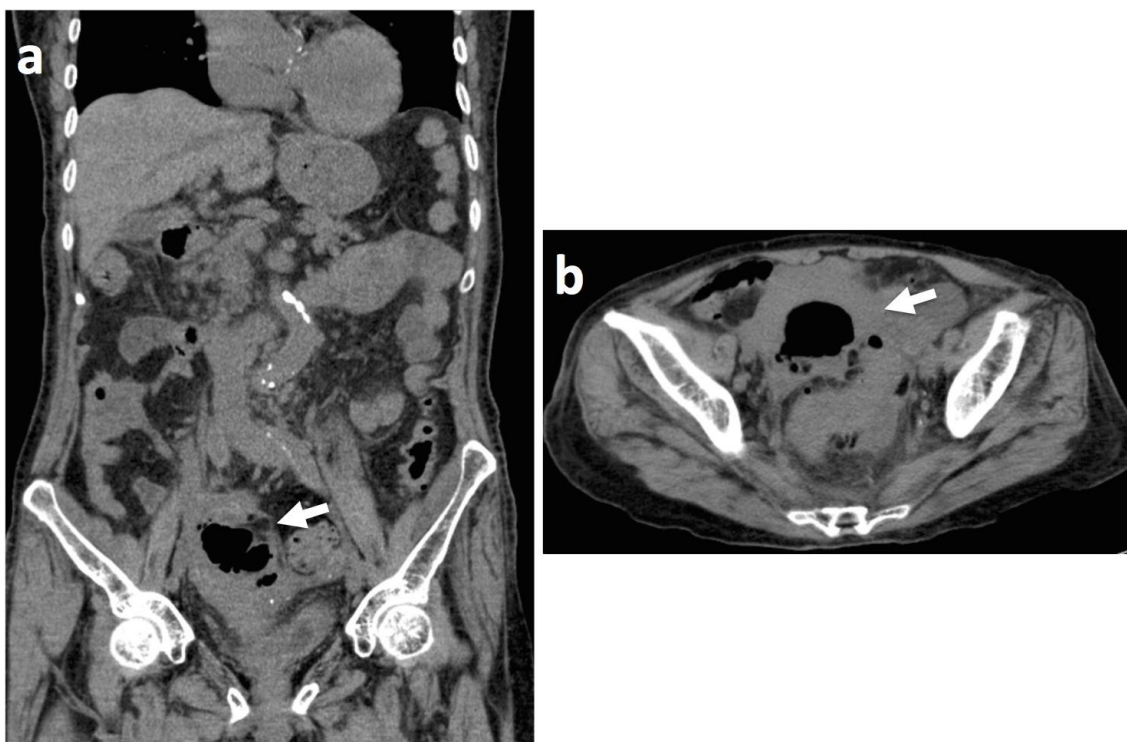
CT検査ではガス像を含む骨盤内腫瘍が疑われた(図1a, b 矢印)。
